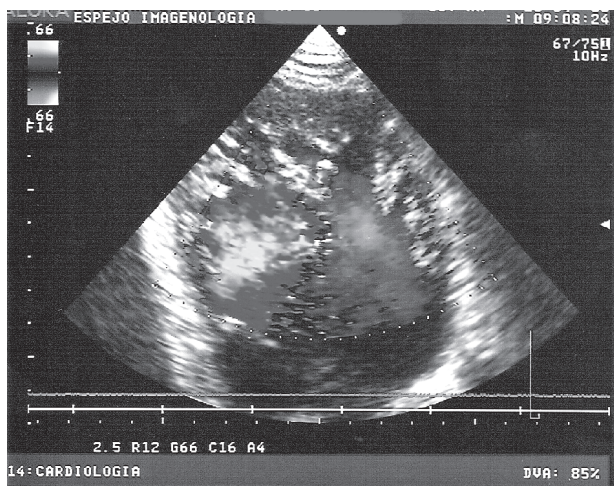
Imagen ecocardiográfica bidimensional con Doppler color (apical de 4 cámaras); se observa flujo a través de los espacios intertrabeculares.
